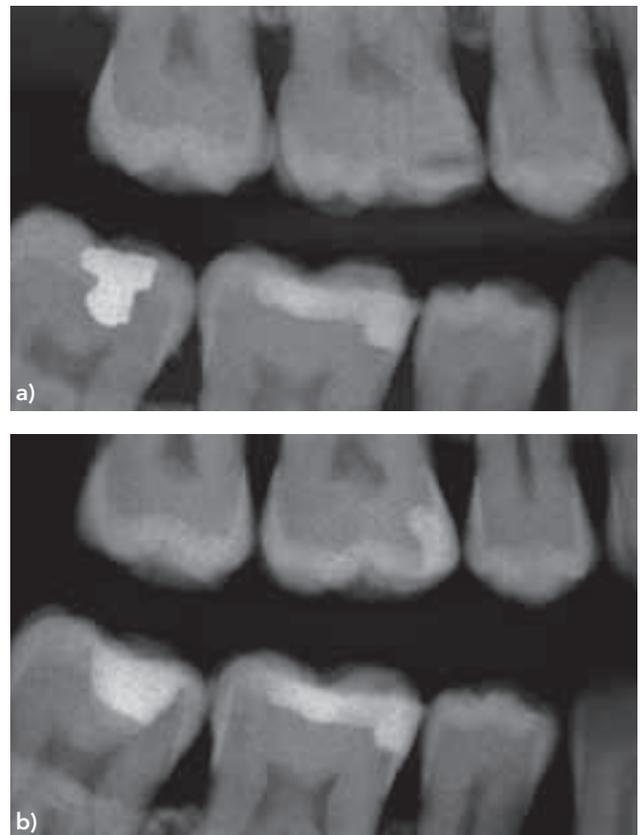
Bissflügel-Röntgenaufnahme einer 41-jährigen Patientin. a) An Zahn 15 ist distal eine Aufhellung zu erkennen; b) röntgenologische Situation nach zirka zwei Jahren. Die Läsion ist offensichtlich vorangeschritten.
